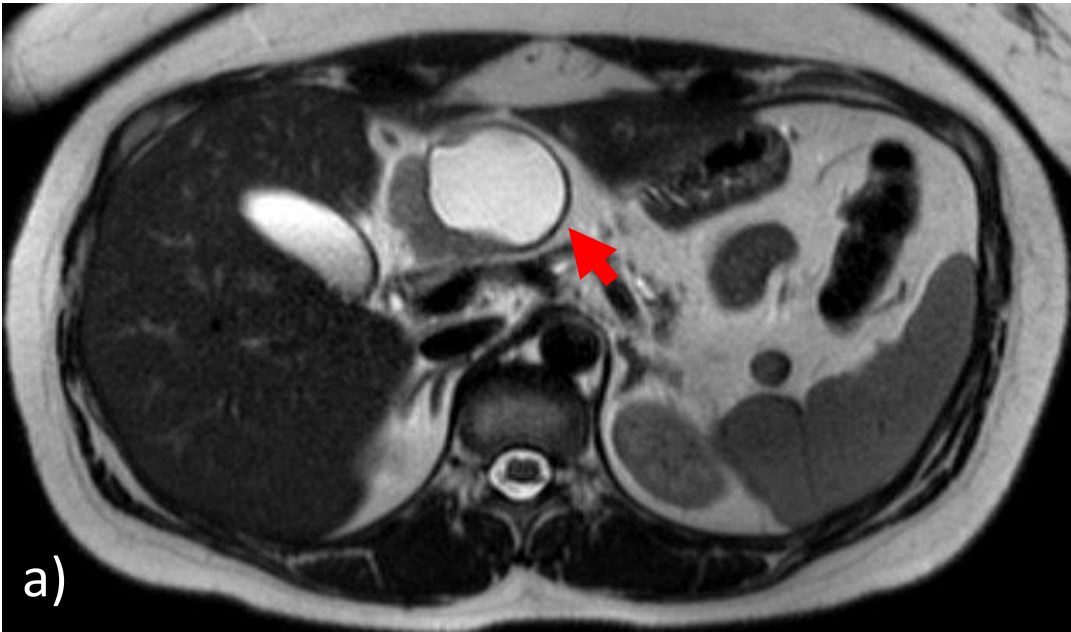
Patrón radiológico mixto. a) RM T2: gran tumoración sólido-quística que compromete al cuerpo y porción cefálica del páncreas, hiperintensa en T2 (a) e hipointensa en T1 (b); c) ecografía: masa heterogénea, de ecogenicidad mixta, presenta en su interior un área líquida, de aspecto quística.
